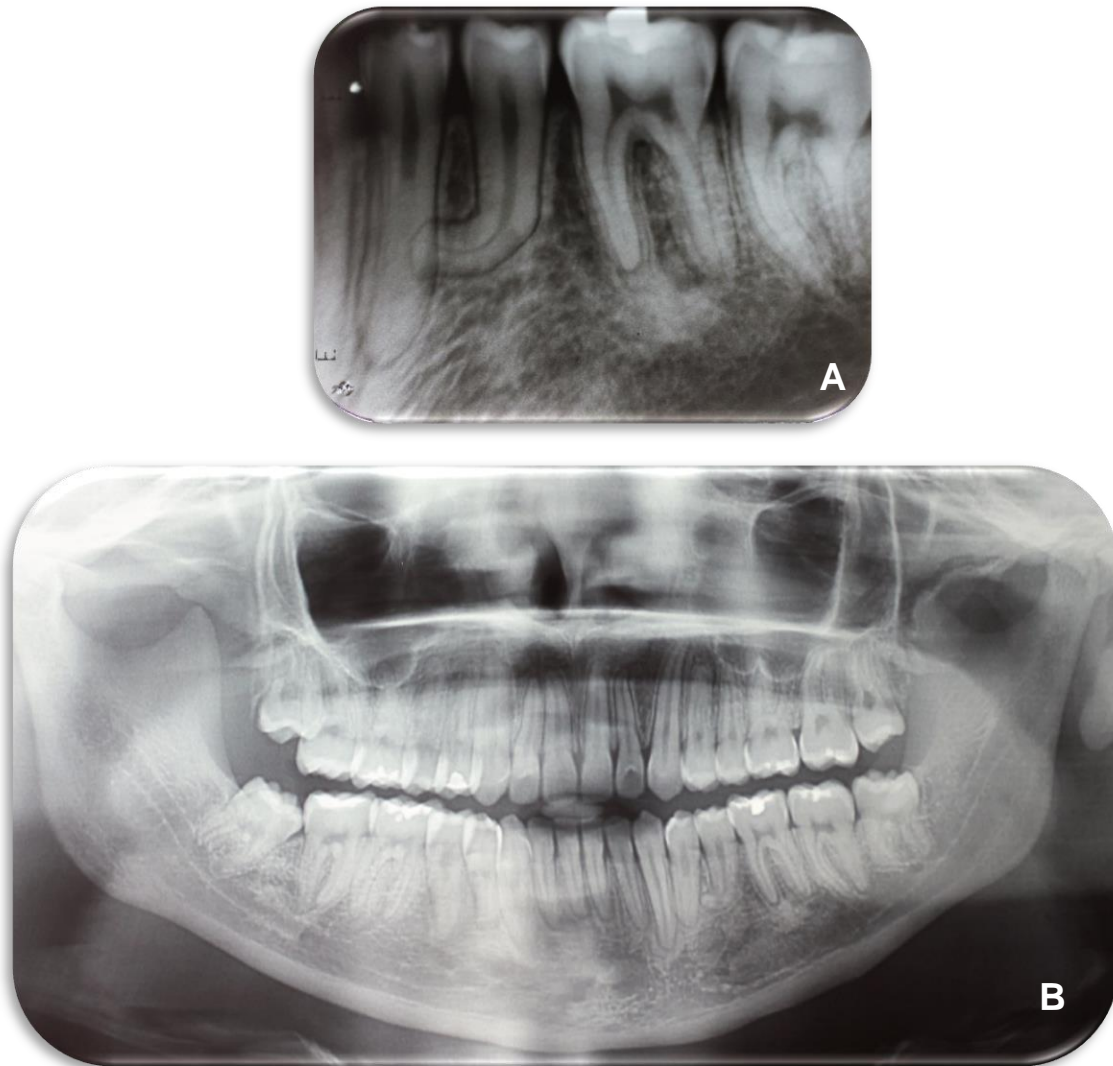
Radiografía panorámica de control a los 3 años 6 meses. Fuente directa. Clínica de Ortodoncia CIEAO-UAEMex
